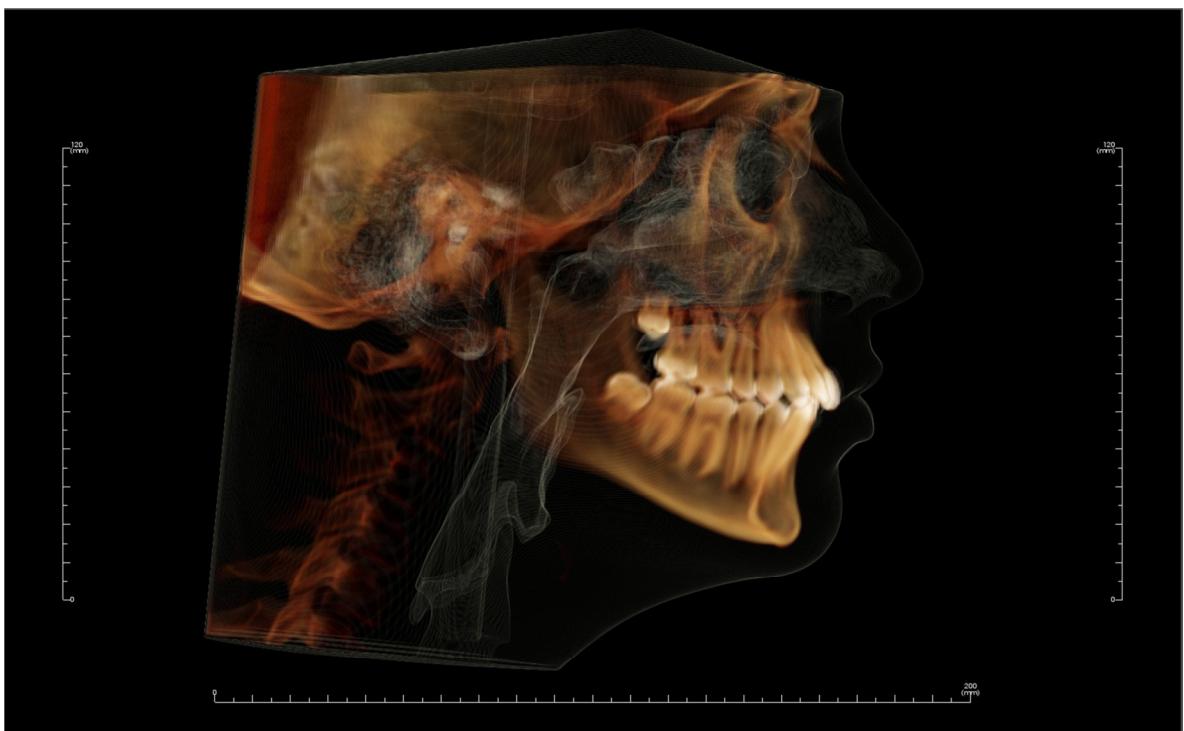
2D-Ferröntgenansicht des IADR-DVT-Datensatzes im Bildmodus *Soft + Bone*
